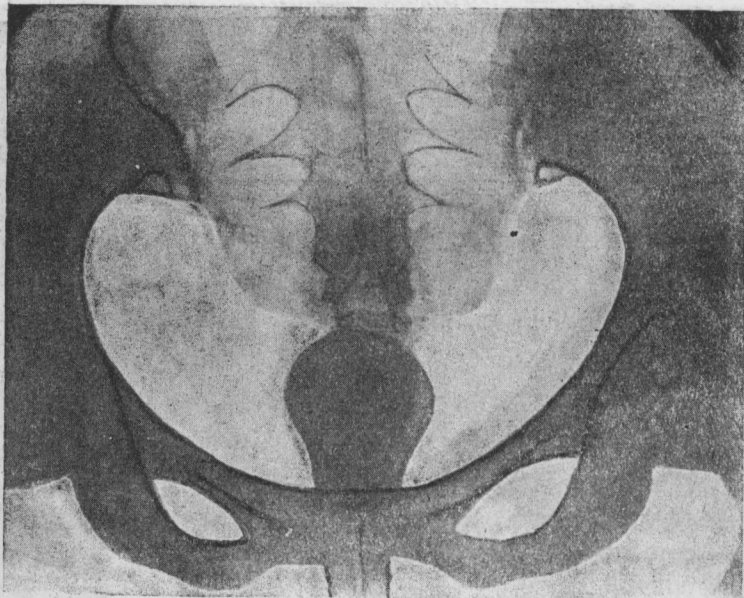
Пельвеорентгенограмма. Введенный во влагалище окклюзий Ягунова и отношение его к стенкам таза (А. Мажбиц).
